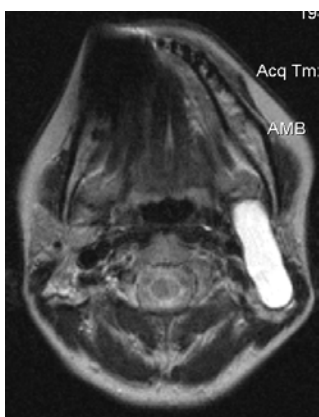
Магнитно-резонансная томограмма боковой кисты шеи слева
